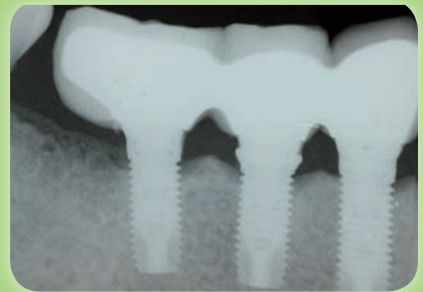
Radiografía intraoral con técnica de paralelismo
